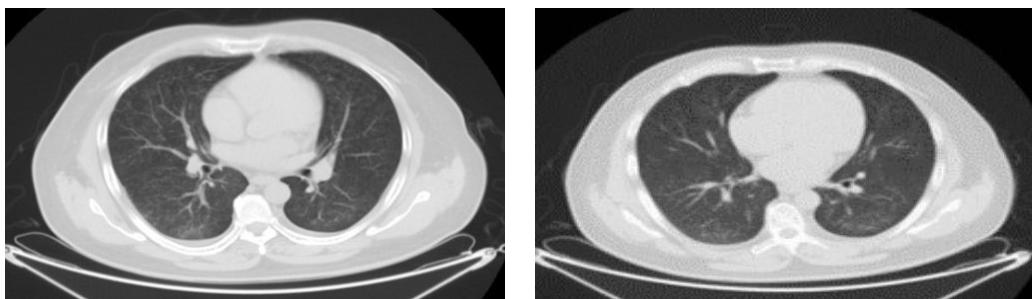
Chest CT on July 29, 2021
